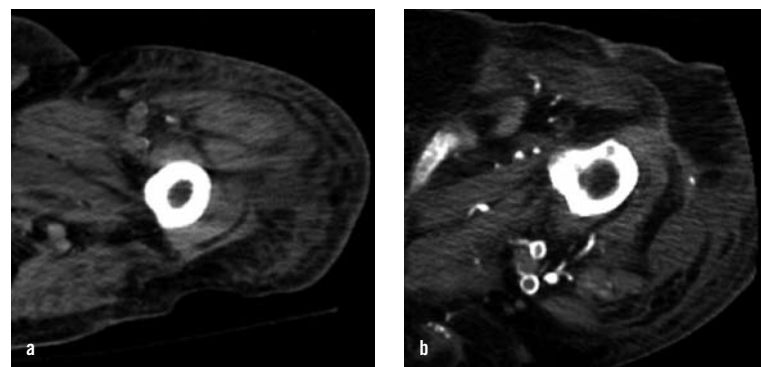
The importance of carboxylation status in preventing vascular calcification. In a, a CT scan of a dialysis patient is shown before the start of treatment (indication was atrial fibrillation). At that point the large arteries did not show any calcification; in b, a CT scan 9 months later, with massive calcification of all medium-sized and larger arterial vessels [14].
